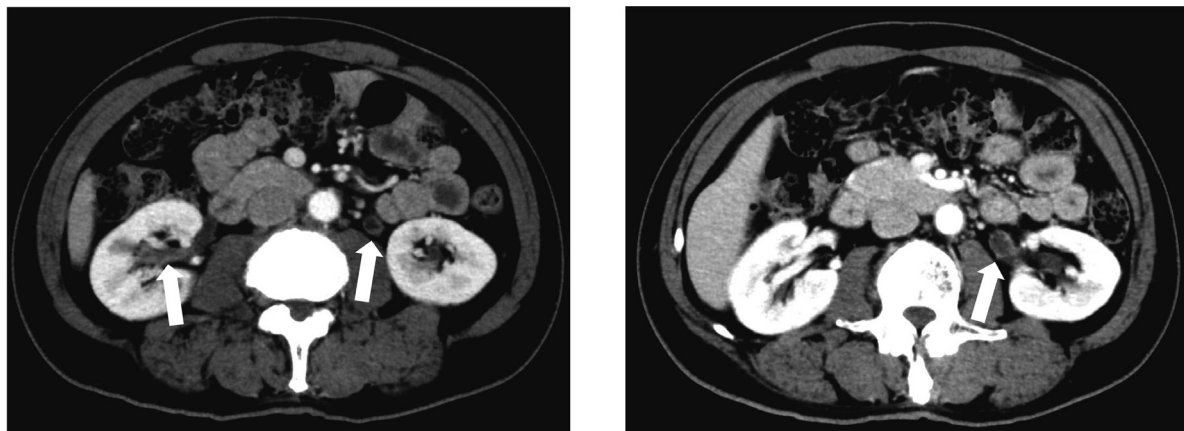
CT shows wall thickening accompanied by a contrast effect in the bilateral renal pelvis and left ureter. Arrows reveal wall thickening.
